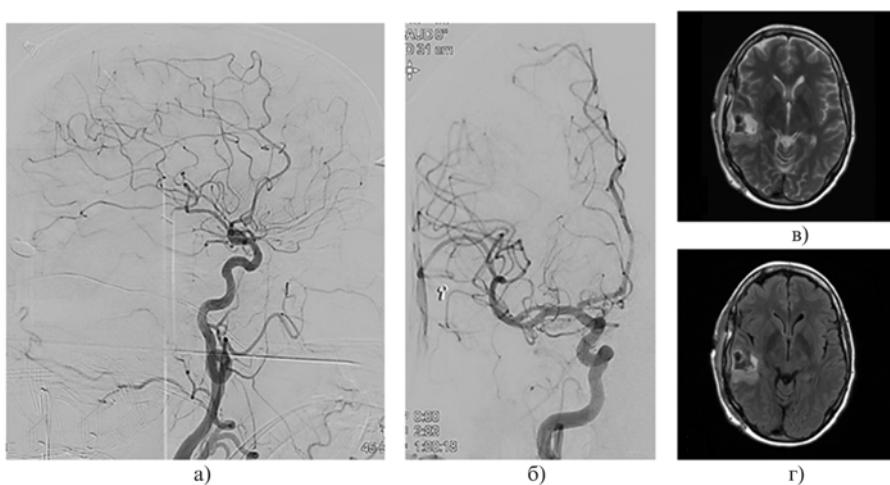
Интраоперационные ДСА-граммы в боковой (а) и прямой (б) проекциях после клиппирования питающих АВМ ветвей из передней хориоидальной артерии, а также послеоперационные МРТ-граммы в Т2- (в) и Т1-режимах (г) демонстрируют полное выключение мальформации из кровотока
